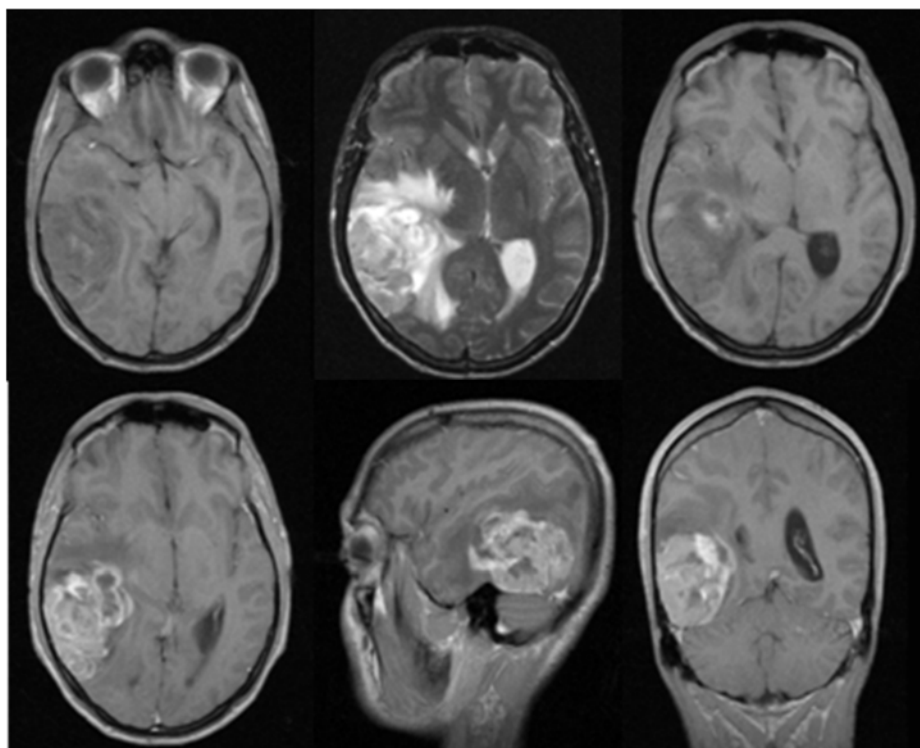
Объемное образование правой задневисочной области с интенсивным гомогенным патологическим контрастированием. Режимы исследования: T1WI, T2WI, T2-FLAIR, T1WI с контрастным усилением в аксиальной, сагиттальной и коронарной проекциях
